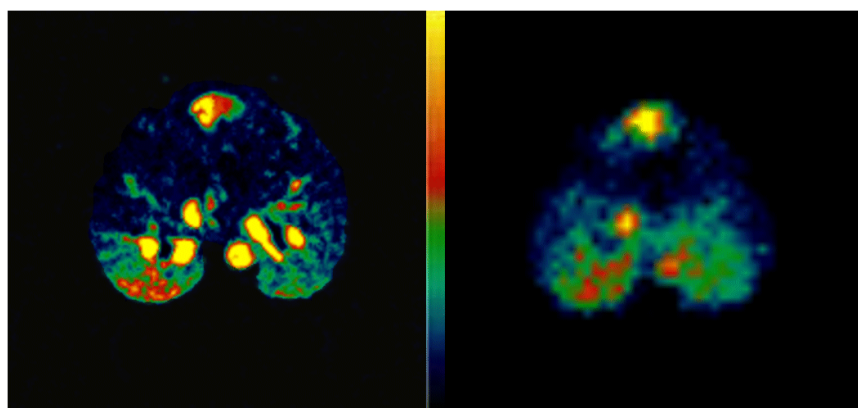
Exemplarische Flusskarten vergleichbarer Schichten laut Bildgebung mit MR (links) und PET (rechts).
